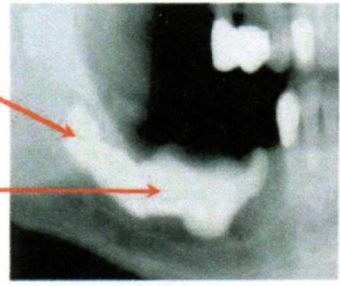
Röntgenbild intraoperativ (mit Kontrastmittel): Die Osteolyse ist bis weit in den distalen Molarenbereich ausgedehnt. © Johann Lechner
